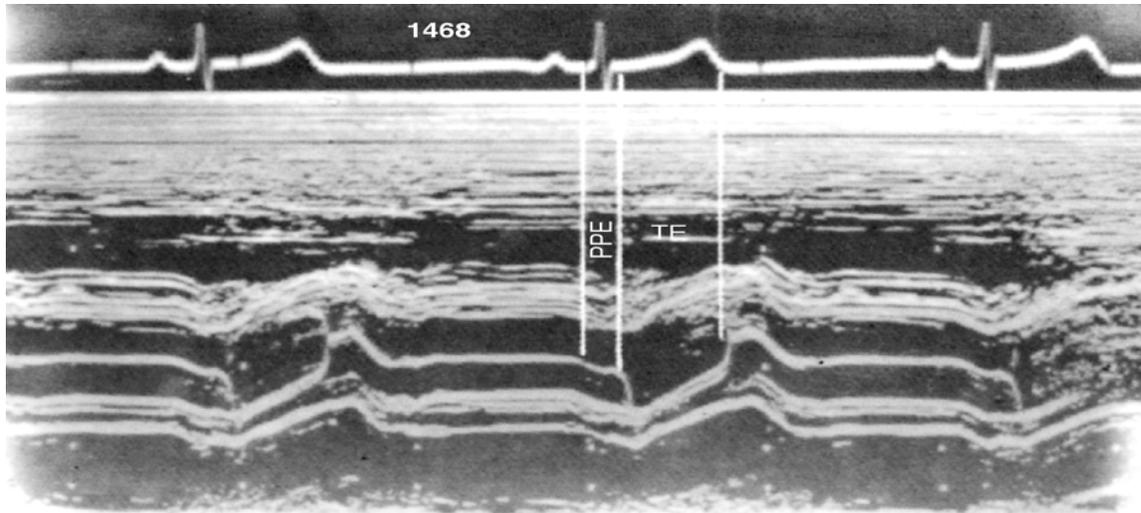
Medidas do período de pré-ejeção (PPE) e do tempo de ejeção (TE) do ventrículo esquerdo obtidas no ecocardiograma da valva aórtica.
